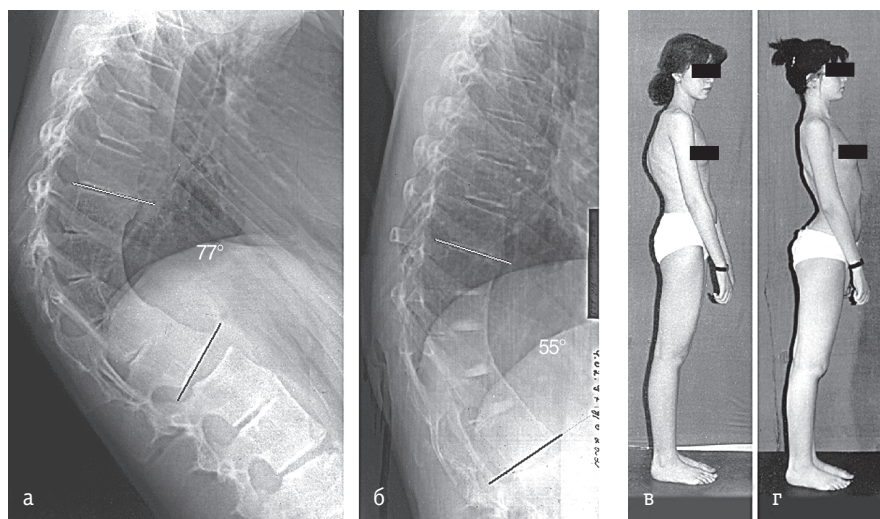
Врожденный кифоз на почве аномалии сегментации у больной 16 лет. Результат остеотомии блока и вентрального спондилодеза аутокостью. Рентгенограммы в боковой проекции до (а) и после (б) оперативного вмешательства. Внешний вид пациентки до (в) и после (г) лечения.
